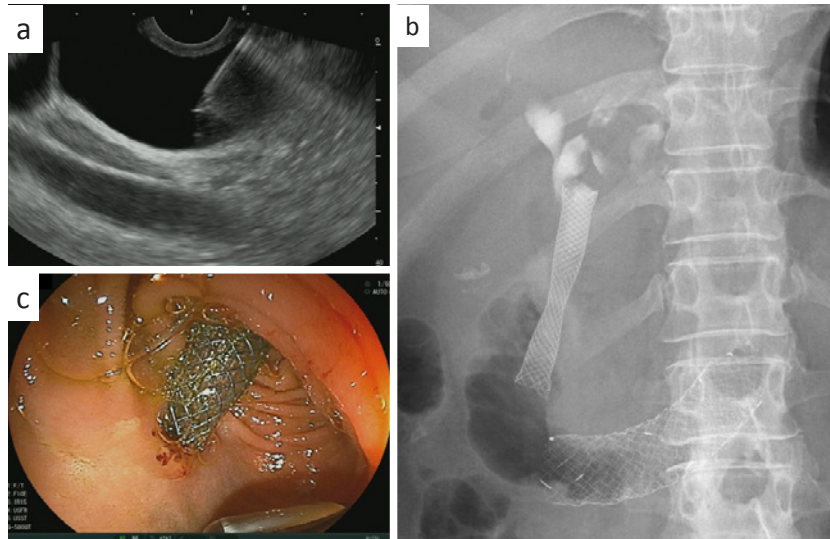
EUS-guided choledochoduodenostomy (EUS-CDS). a. 超音波内視鏡ガイド下に総胆管を穿刺. b. EUS-CDS ステント留置後透視像. c. EUS-CDS ステント留置後内視鏡像.
